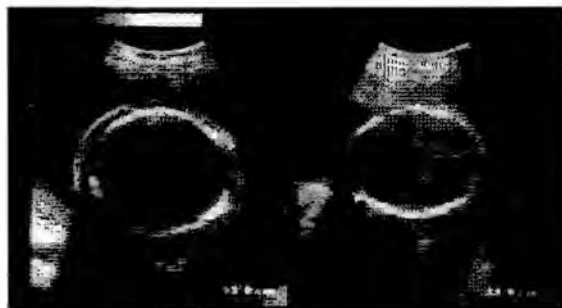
Эхограмма плодов при трансфузионном синдроме средней тяжести (пояснение в тексте).
